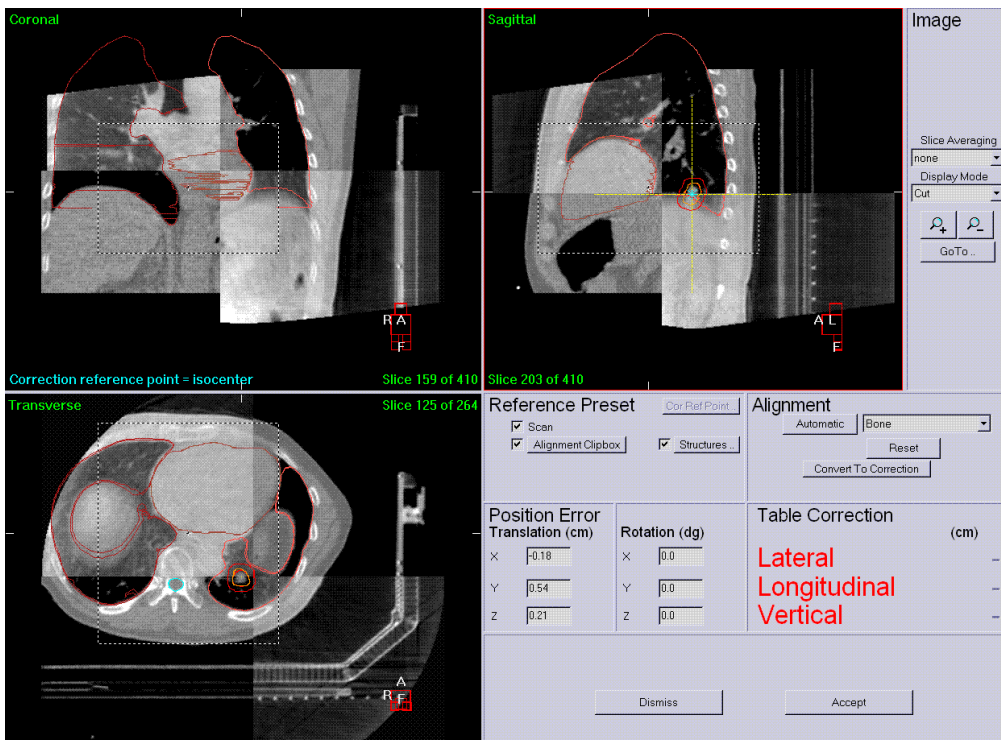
治療直前に取得される kV CBCT と、診断用のヘリカル CT により事前に取得された治療計画用 CT を用いた画像位置合わせの例。それぞれの再構成画像の 3 つの断面（Axial, Coronal, Sagittal）を重ね合わせて表示している。それぞれの断面において、4 つに分割された領域の左上と右下は kV CBCT、左下と右上は計画用 CT を表している。ソフトウェア XVI により、画像によるマッチング（骨や軟部組織の位置、形状を比較）が行われ、得られた情報に基づいた寝台位置の補正が、遠隔操作で自動的に施される。
